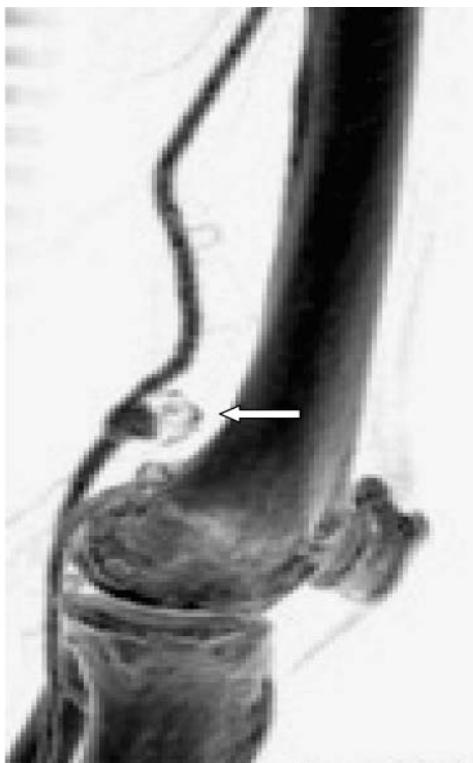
КТ-ангиограмма. Больная С., 1955 г. р., и/б 26886. Истинная аневризма левой подколенной артерии
